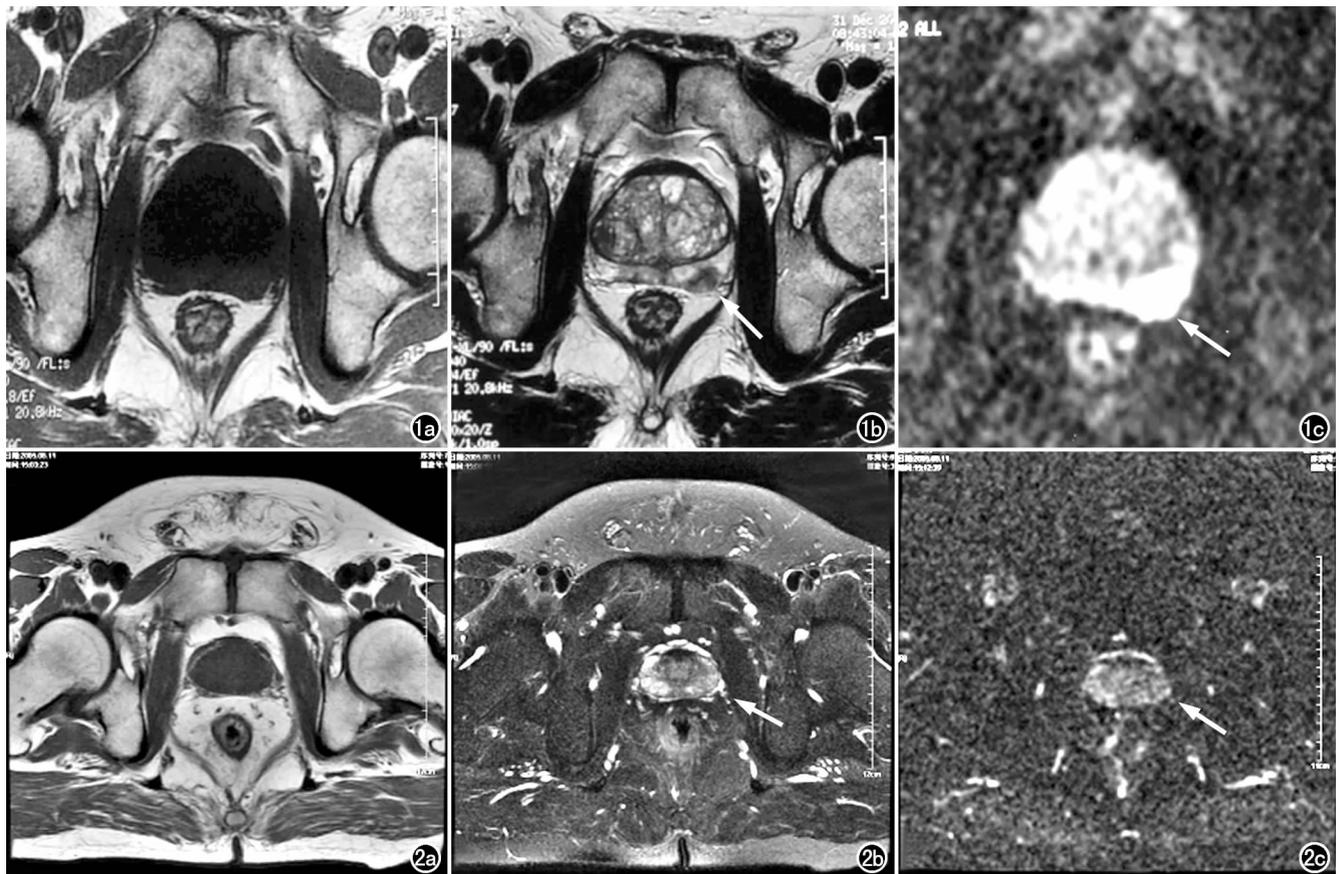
前列腺癌。a) 轴面 T₁WI 显示前列腺外形规则; b) T₂WI 示外周带 4、5 点钟方向见不规则结节状局限性低信号(箭); c) DWI 示外周带 4、5 点钟方向见局限性明亮高信号(箭),周围组织信号减低。图 2 前列腺炎。a) 轴面 T₁WI 显示前列腺外形规则; b) T₂WI 示外周带 2~6 点钟方向弥漫性信号减低(箭); c) DWI 示外周带 2~6 点钟方向呈弥漫性低信号(箭)。
